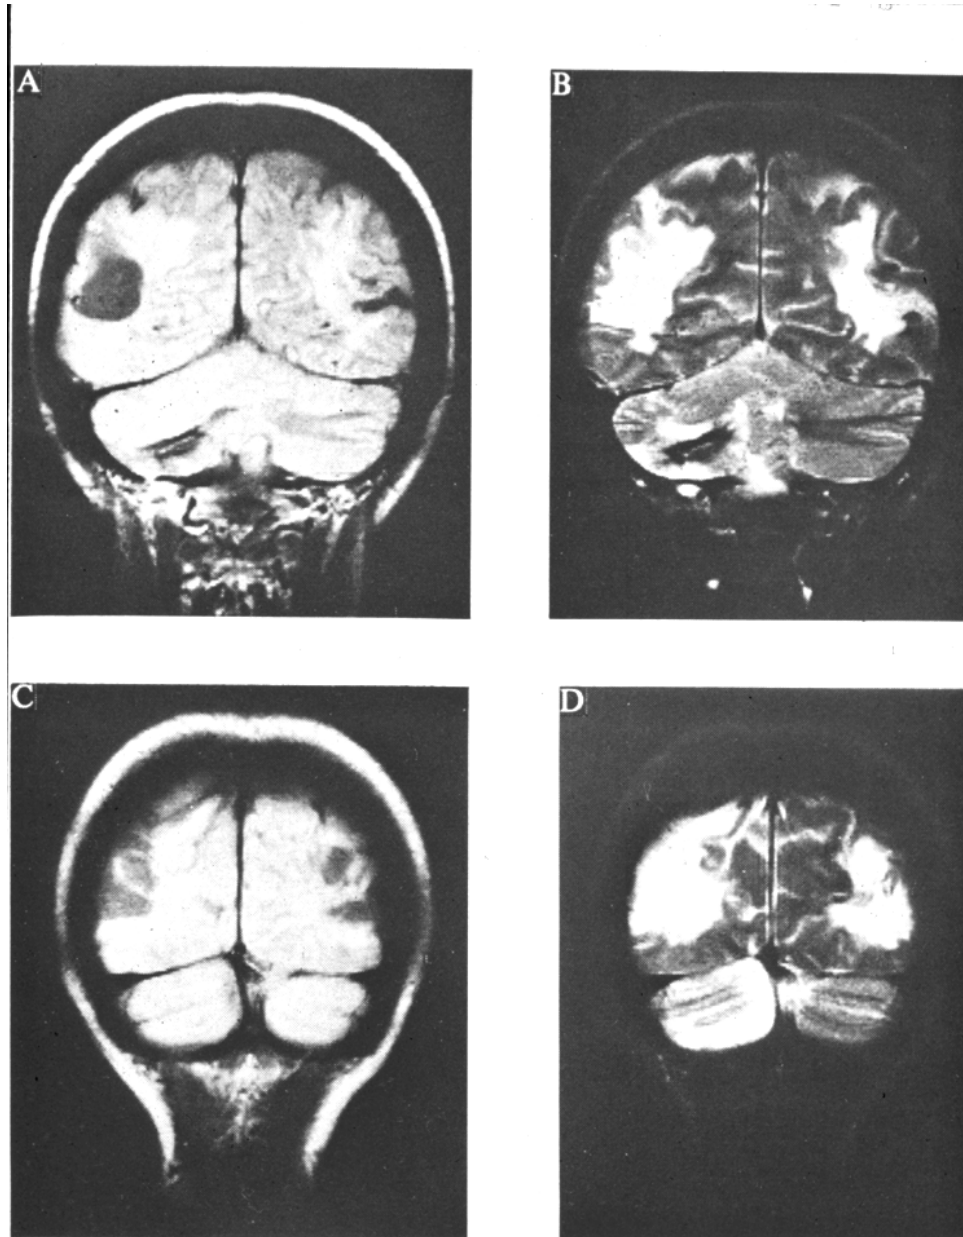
Four coronal MR images. A-D, for description, *see* text.
